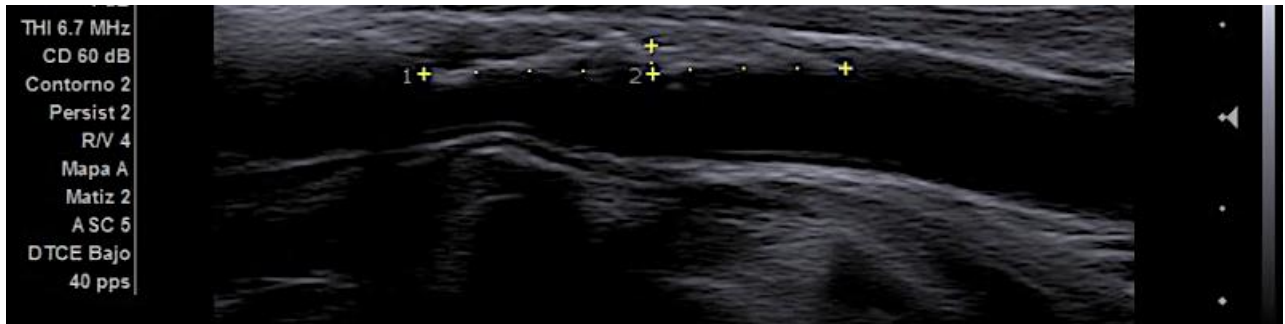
Ateromatosis carótidea. Ultrasonido de la arteria carótida común derecha en escala de grises y modo Doppler color en los ejes longitudinal (a) y transverso (b) se observa placa de ateroma heterogénea no obstructiva en el tercio medio en la pared anterior de la arteria.
